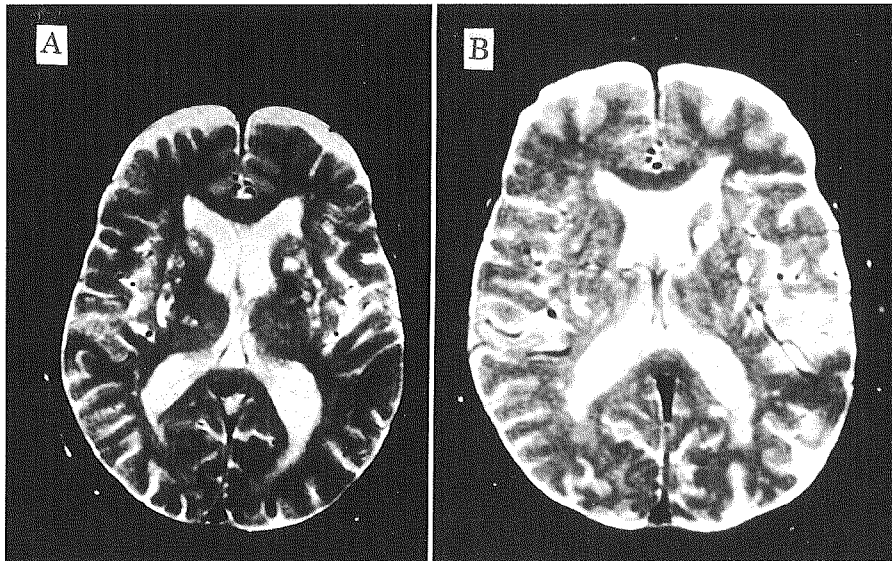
高血圧歴の明らかな大量飲酒者のMRI画像(II)
